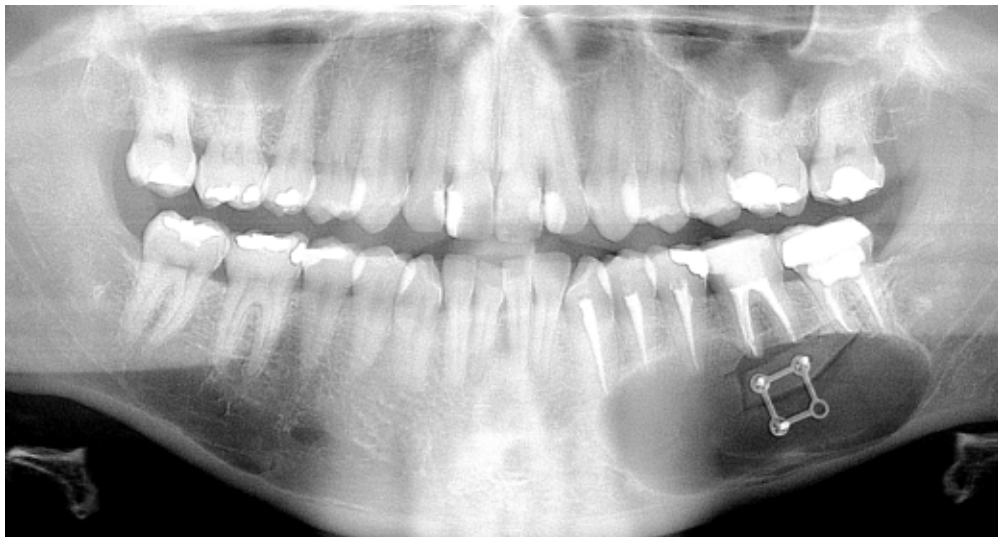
radiographie post-opératoire immédiate.
